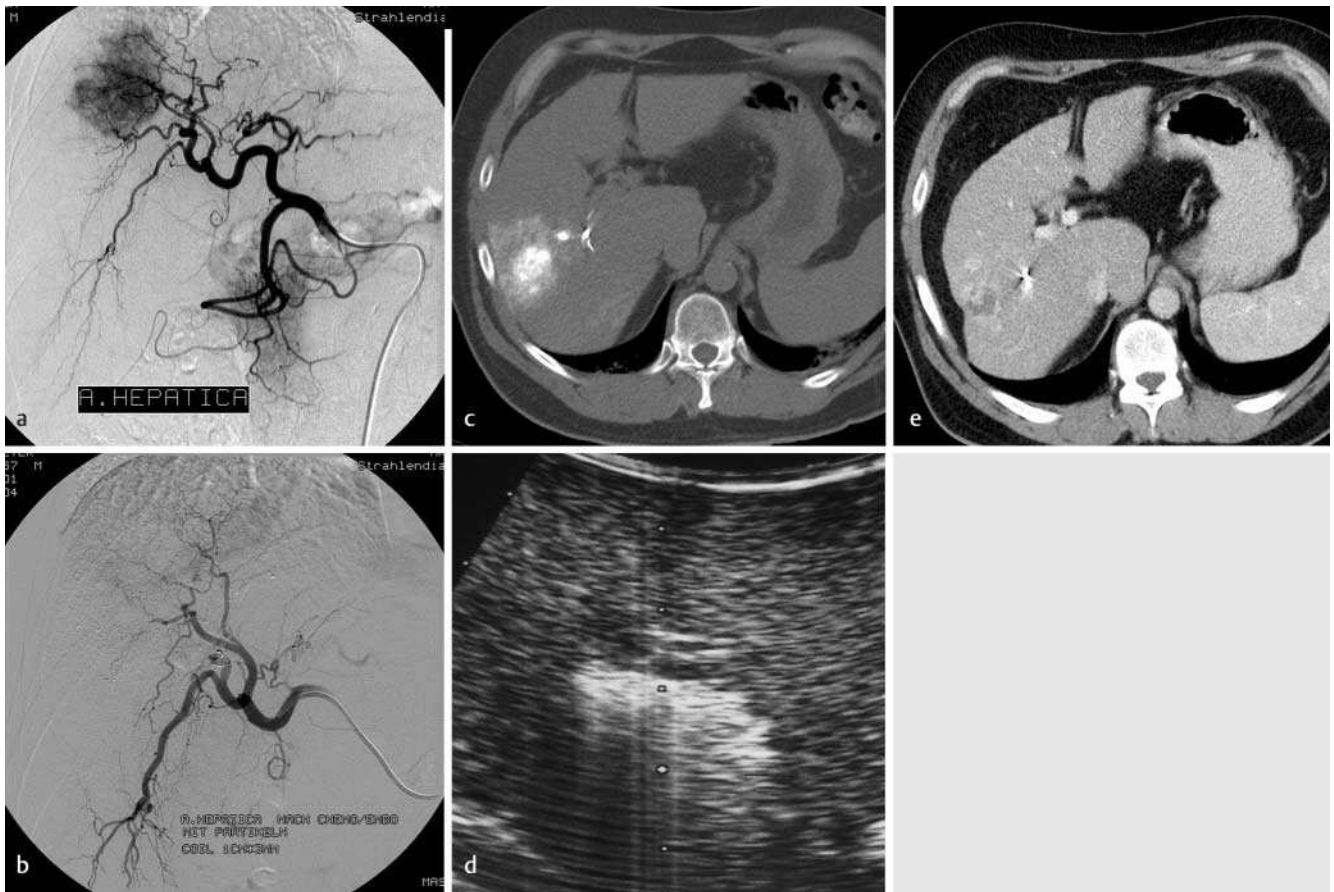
Combined transarterial chemoembolisation (TACE) and RFA of a hepatocellular carcinoma (4.5 cm) in segment 6. a Angiography reveals a hypervascular liver tumour. b Angiogram obtained after TACE shows tumour avascularity. c CT-scan obtained 2 weeks after TACE shows intratumoural retention of iodised oil. d Hyperechogenicity during US-guided RFA to destroy residual vital tumour after TACE. e CT-scan obtained 1 year after combined TACE and RFA shows complete tumour necrosis and shrinkage.
